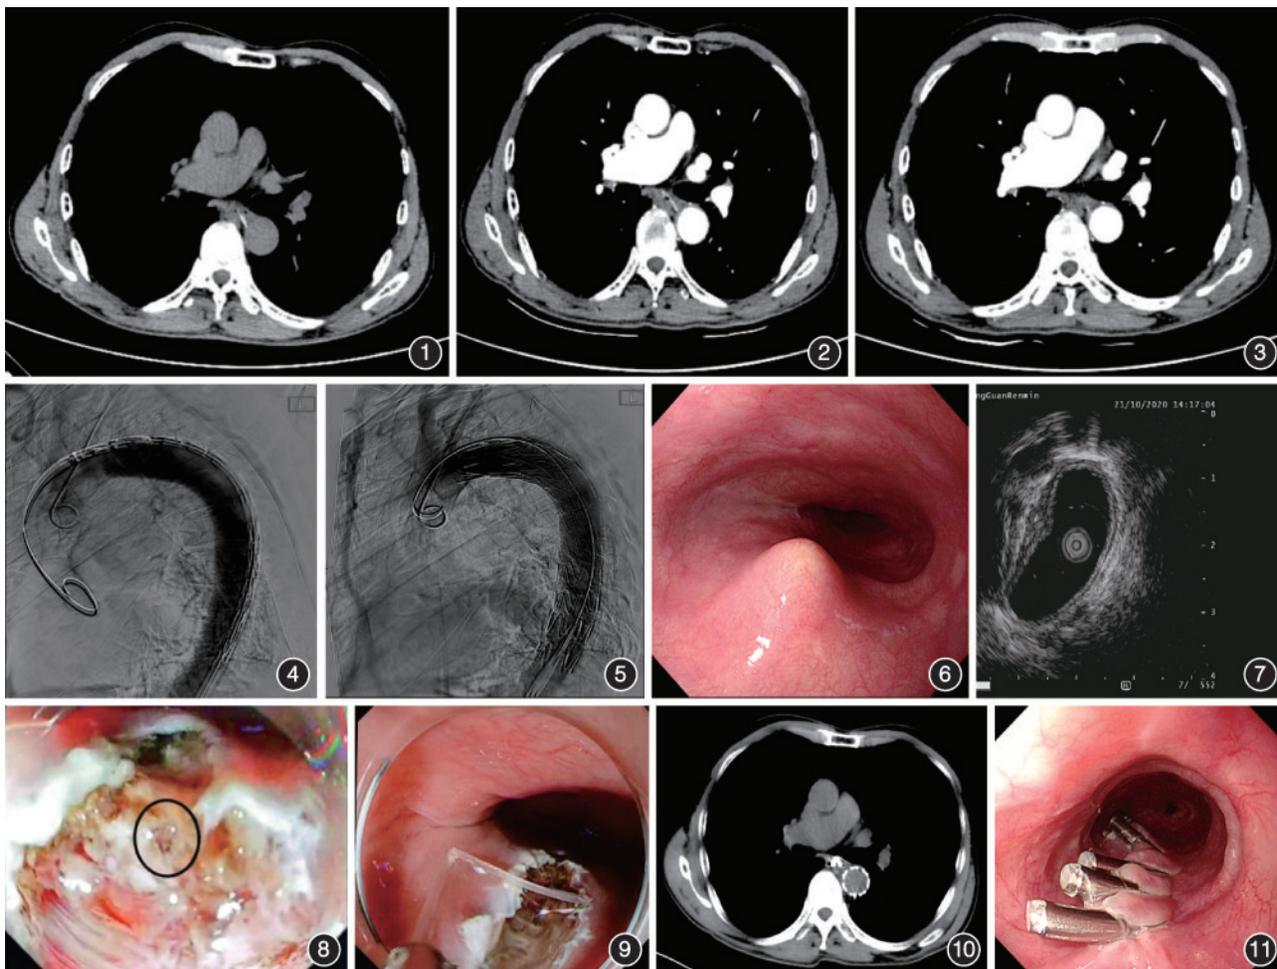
胸部CT平扫显示异物 图2 胸主动脉计算机断层扫描血管成像示食管异物左后缘尖端累及胸主动脉壁 图3 胸主动脉计算机断层扫描血管成像示食管异物位置较前改变,大部分穿入胸主动脉内 图4 胸主动脉造影后未见破口、夹层或异物 图5 覆膜支架置入胸主动脉 图6 胃镜发现距门齿31 cm处一隆起病变 图7 超声内镜示隆起处中央见强回声光团位于黏膜下层 图8 切开食管固有肌层深部,发现长约1.5 mm的可疑异物随呼吸摆动(黑色线圈处) 图9 活检钳顺利拔出鱼骨,长22 mm,中间打折无离断 图10 胸部平扫示原异物影显示不清 图11 胃镜示创面残留止血夹
